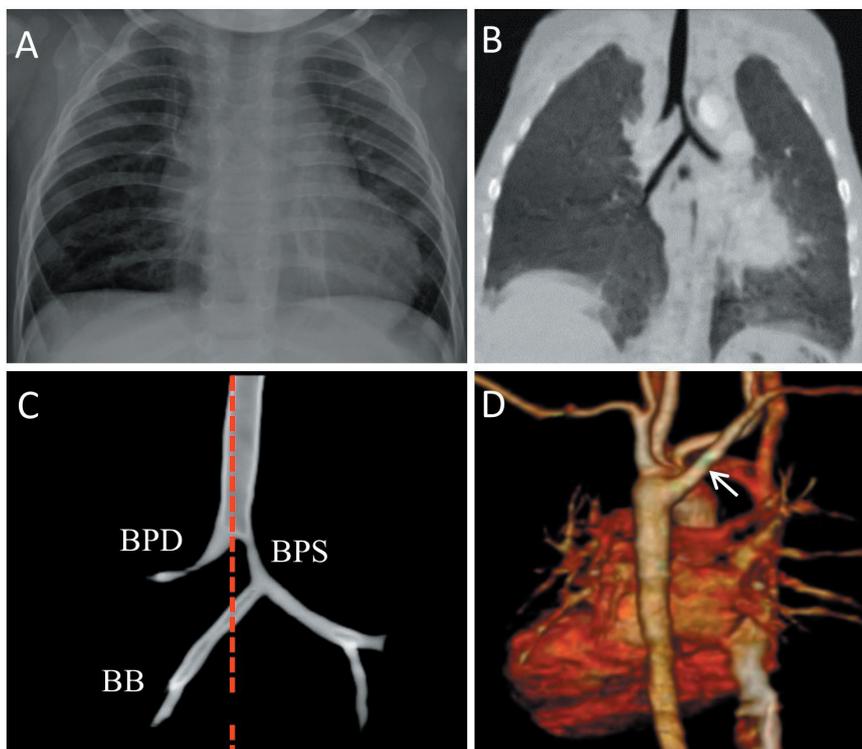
A. RX torace che dimostra solo modesta cardiomegalia. B. e C. TC torace che evidenzia la presenza di BPD afferente al lobo superiore, il BPS che appare stenotico per un breve tratto, poi dà origine al BB. D. Ricostruzione 3D di TC torace che evidenzia l'arco aortico sinistro con origine posteriore dell'arteria succlavia destra lusoria (freccia)
